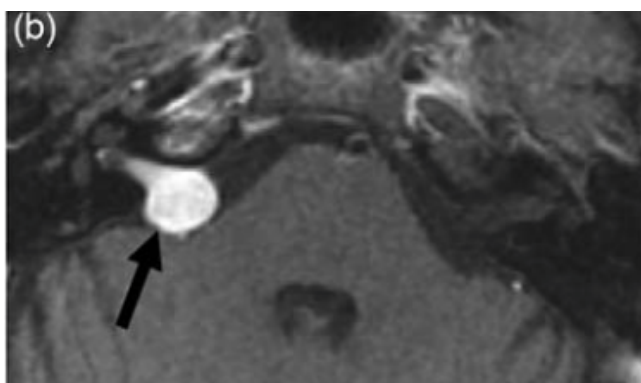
MRI T1 pesata post-gadolino di NA destro, proiezione assiale. Dang l et al, 2020
